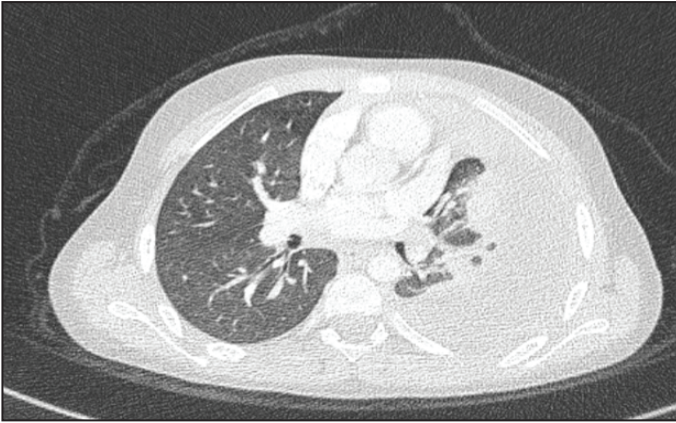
Toraks bilgisayarlı tomografisinde, mediastinal lenfadenopatiler, her iki akciğerde kavitasyon alanları barındıran yaygın tomurcuklanmış ağaç görünümü ve infiltratif lezyonlar.
